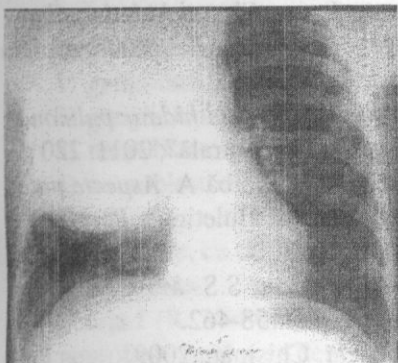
Radiografie toracică preoperatorie. Larvohist hidatic de dimensiuni gigante în plămînul drept.
